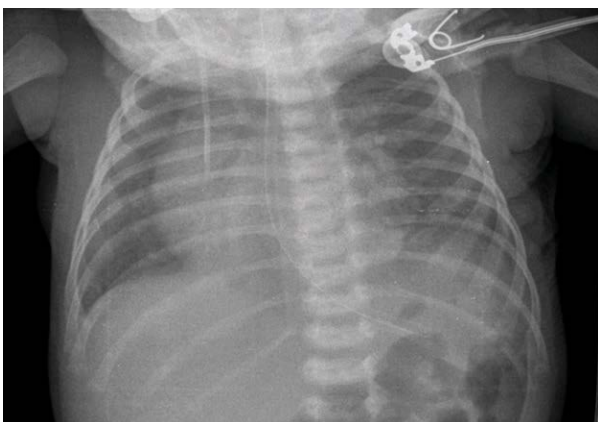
Radiografía de tórax posterior a la cirugía
